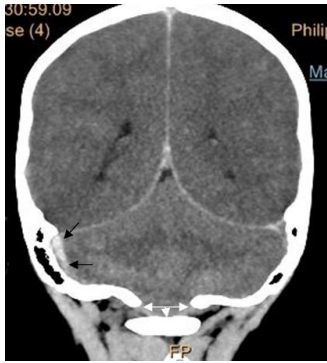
КТ ребенка С. Диагноз: пневмококковый менингоэнцефалит. Тромбоз поперечного венозного синуса (черные стрелки), транстенториальное вклинение (белые стрелки)
